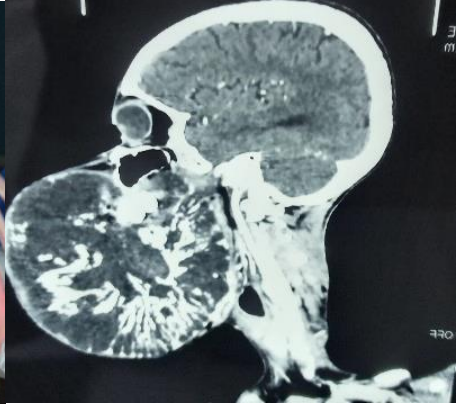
Aspect TDM coupe sagittale
